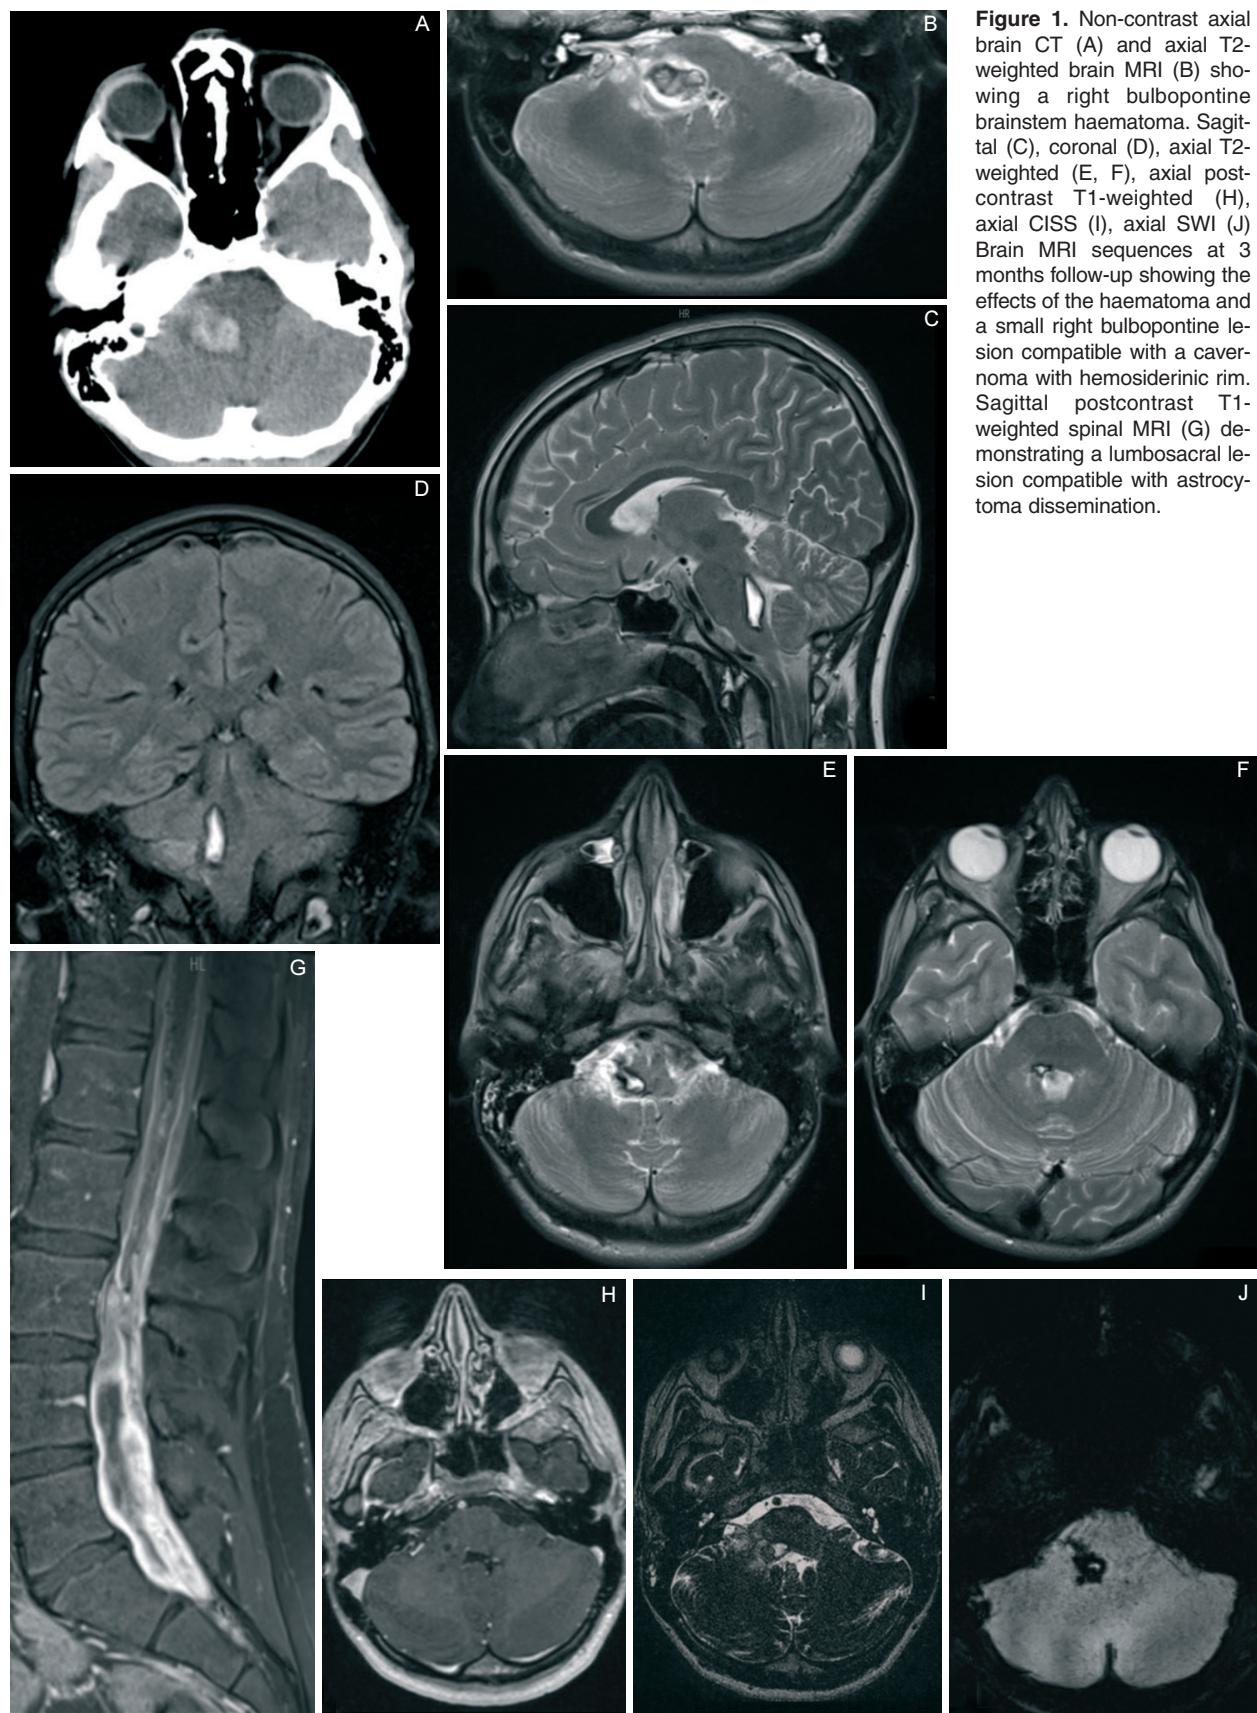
Non-contrast axial brain CT (A) and axial T2-weighted brain MRI (B) showing a right bulbopontine brainstem haematoma. Sagittal (C), coronal (D), axial T2-weighted (E, F), axial post-contrast T1-weighted (H), axial CISS (I), axial SWI (J) Brain MRI sequences at 3 months follow-up showing the effects of the haematoma and a small right bulbopontine lesion compatible with a cavernoma with hemosiderin rim. Sagittal postcontrast T1-weighted spinal MRI (G) demonstrating a lumbosacral lesion compatible with astrocytoma dissemination.
